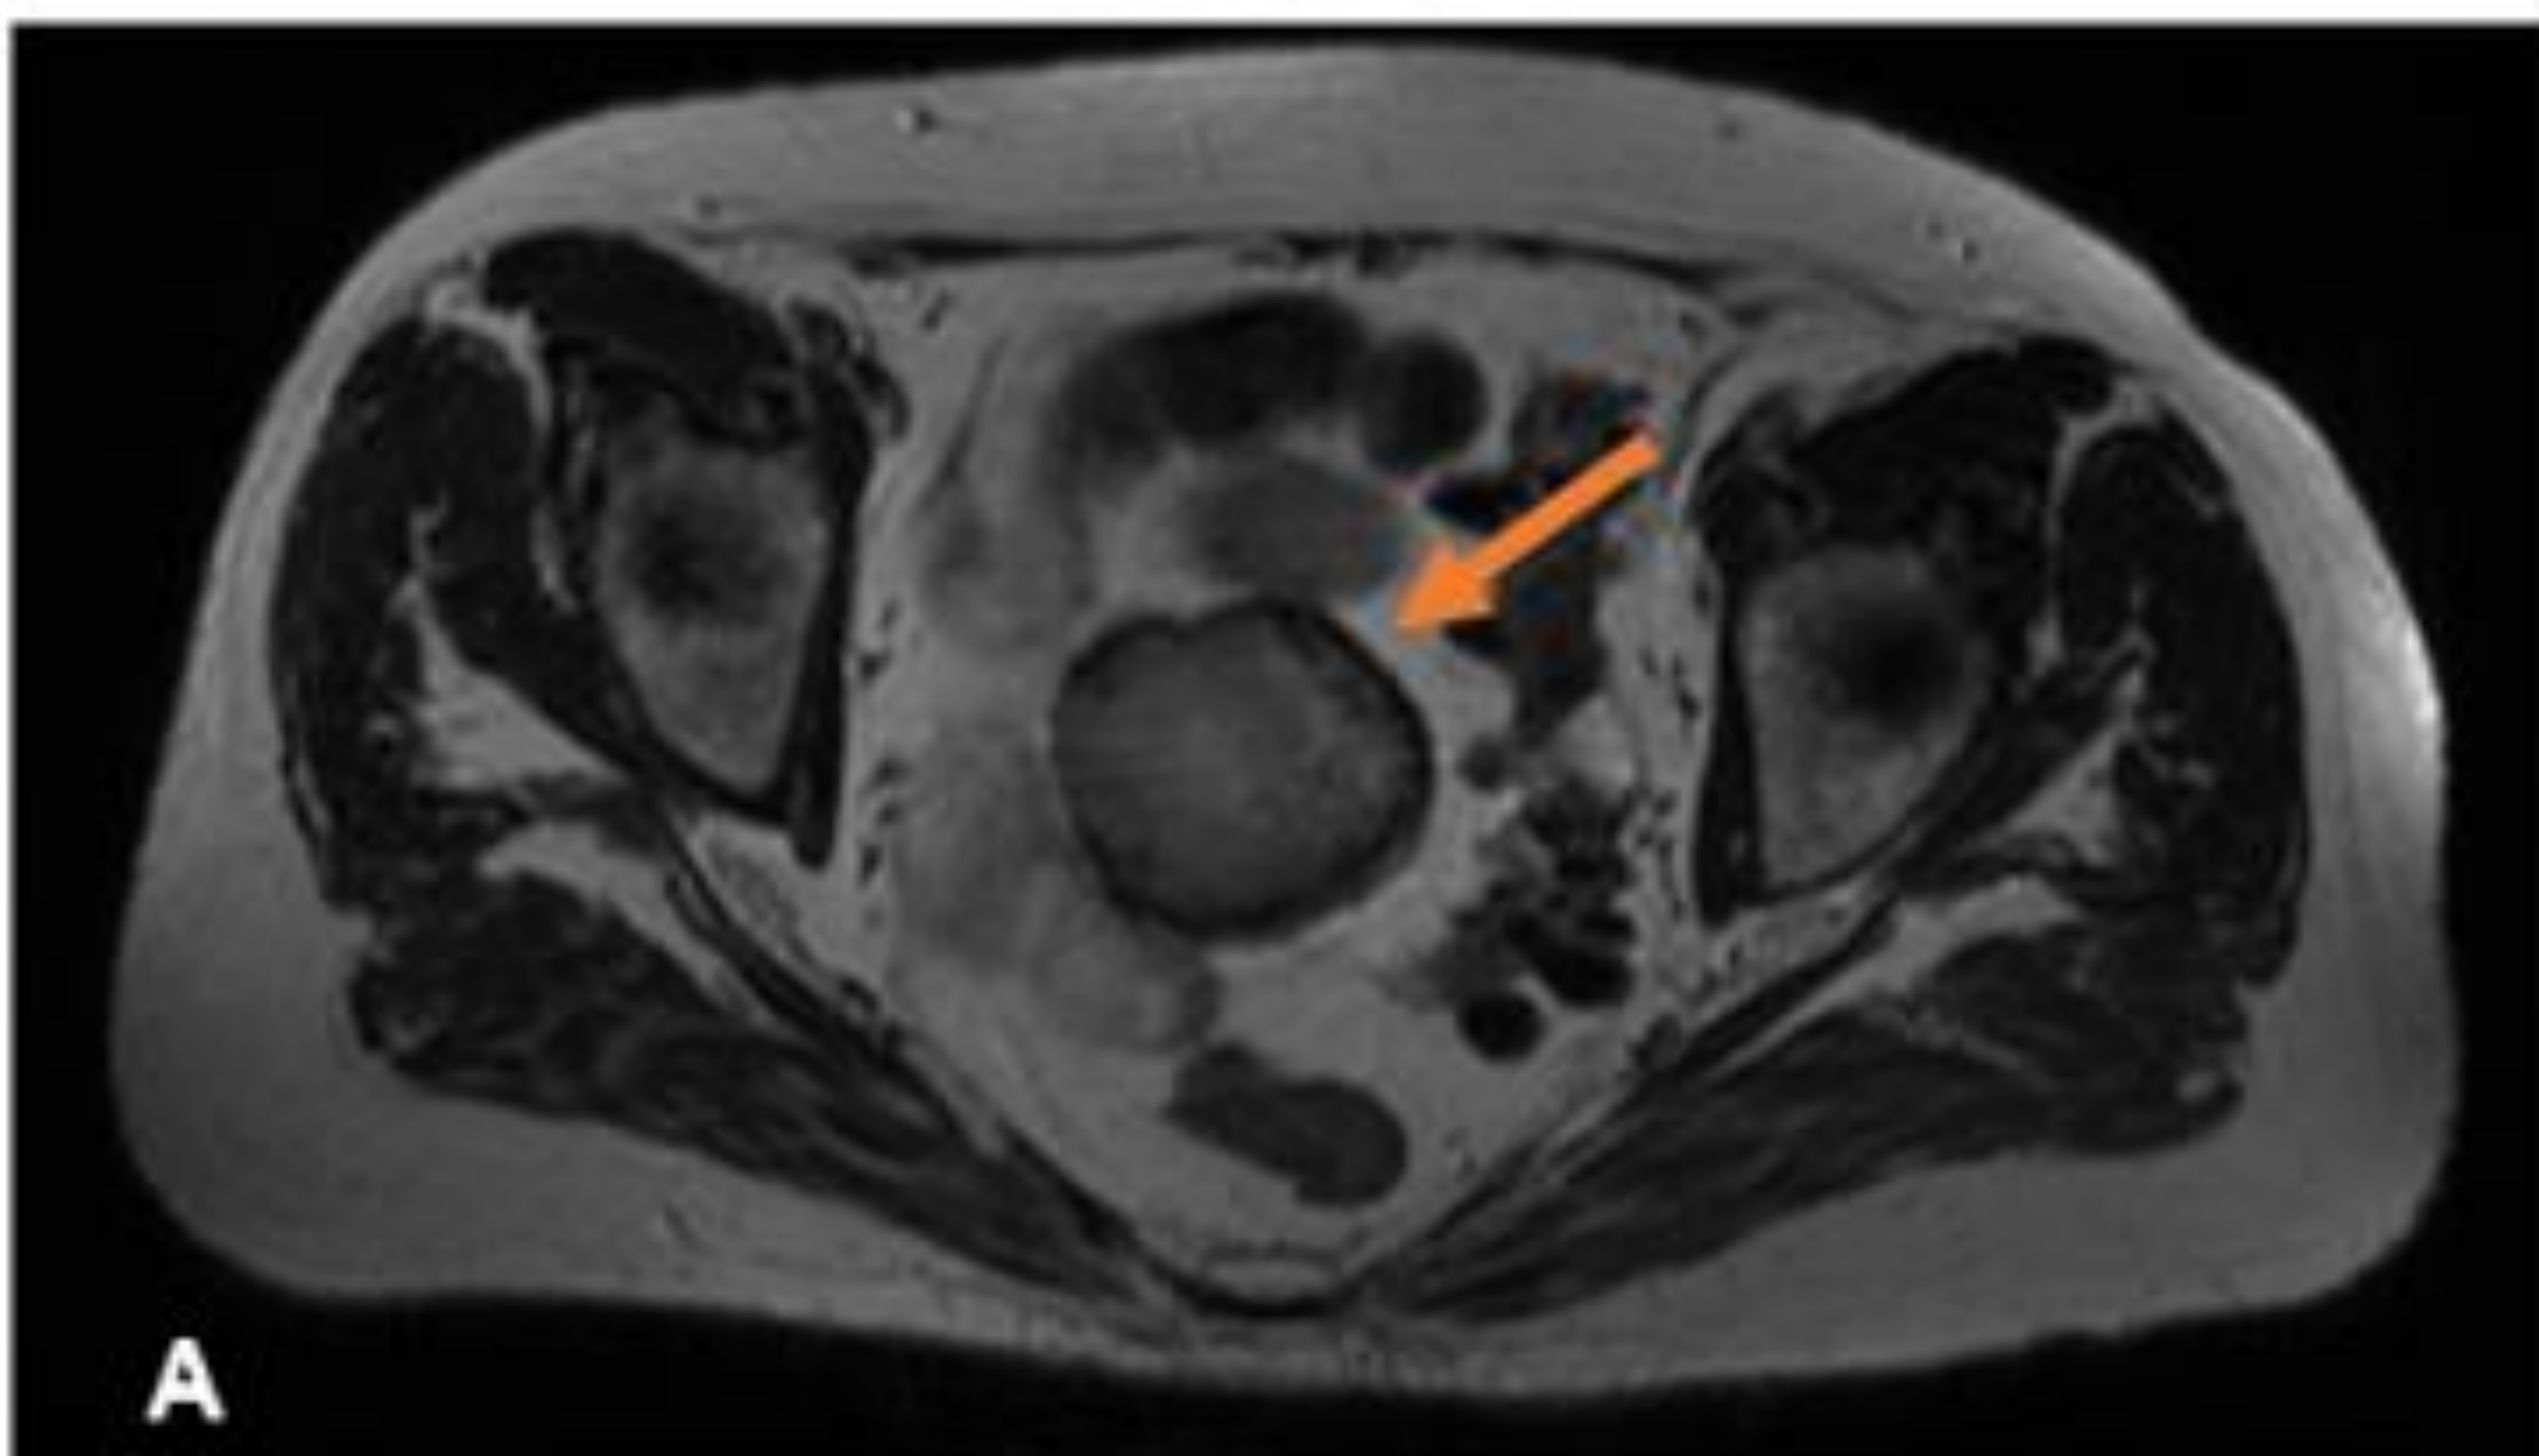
Leiomioma degenerado. A) RM potenciada en T2 que muestra una masa pélvica parauterina derecha con halo hipointenso (flecha naranja). B) RM STIR en plano coronal que muestra la misma masa con áreas de predominio hiperintenso (flecha azul)
